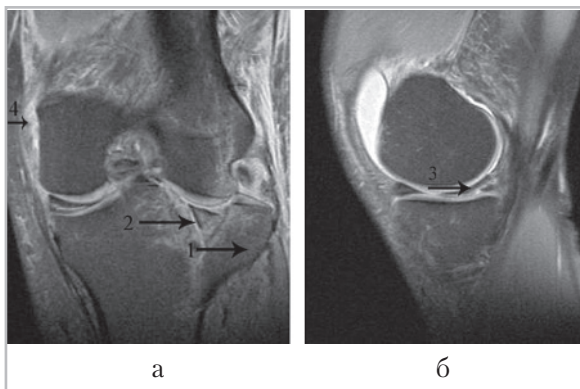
МР-томограммы левого коленного сустава (*a* – фронтальная плоскость; *б* – сагиттальная плоскость). Внутрисуставной импрессионно-раскалывающий перелом латерального мыщелка (1). Разрыв и дислокация наружного мениска (2). Разрыв медиального мениска (3). Частичный разрыв большеберцовой коллатеральной связки (4)
